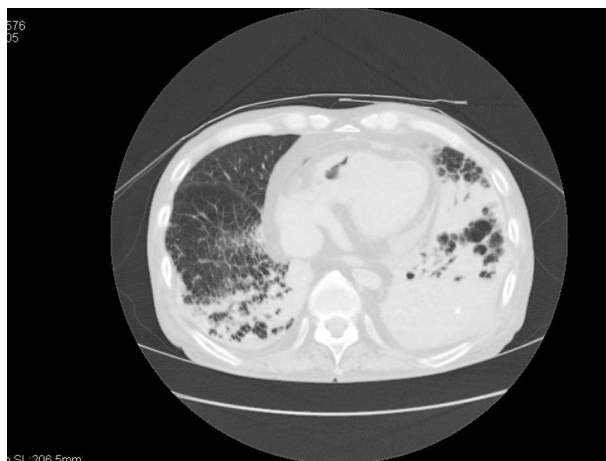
死後CT像。左右肺背側優位に肺炎像が見られる。
